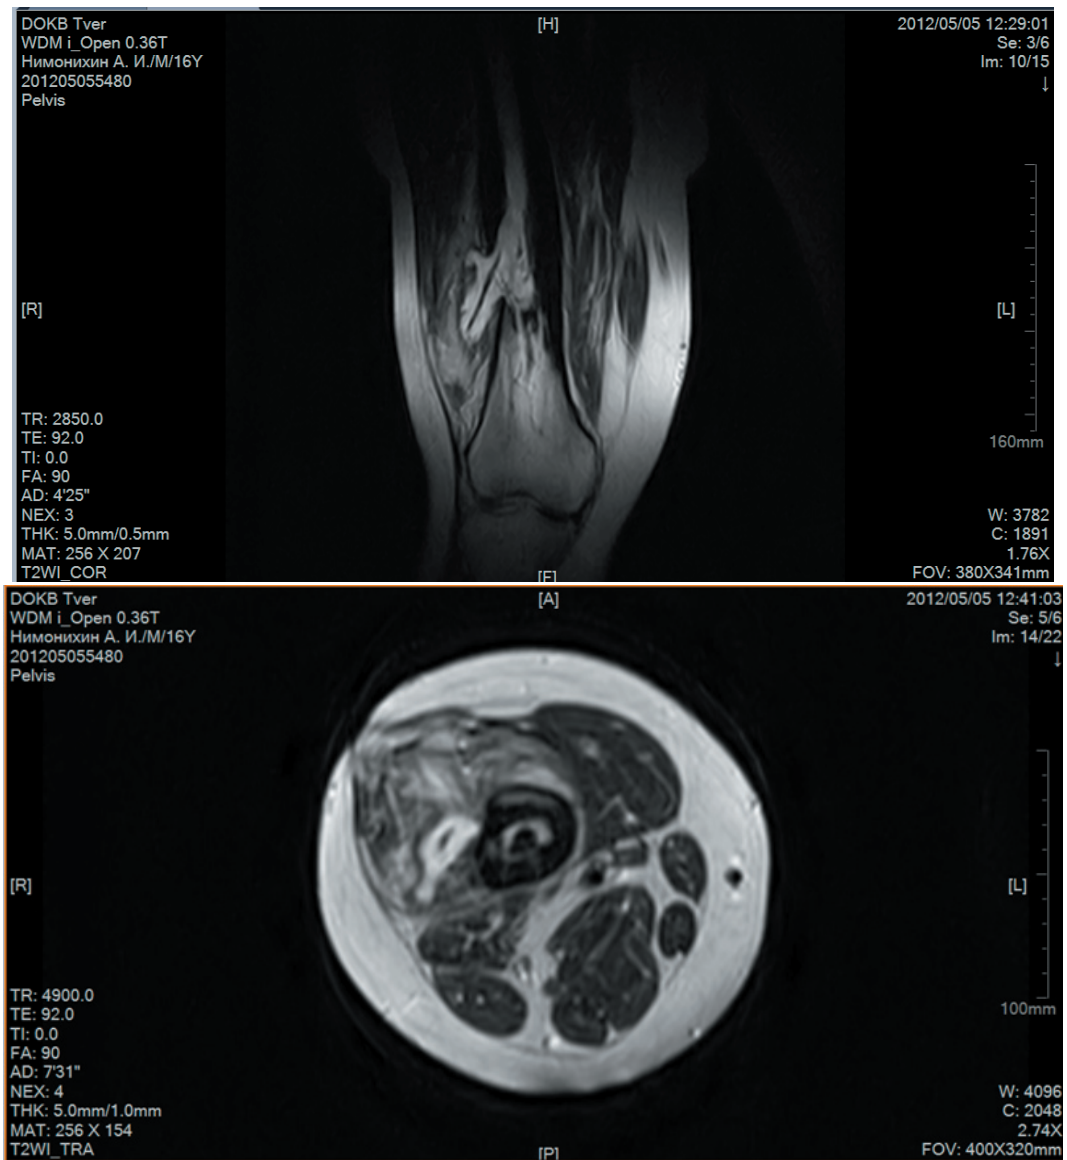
Томограммы (МРТ) правой бедренной кости. МР-картина хронического остеомиелита правой бедренной кости, с образованием секвестра, инфильтративных изменений параоссальных мягких тканей
